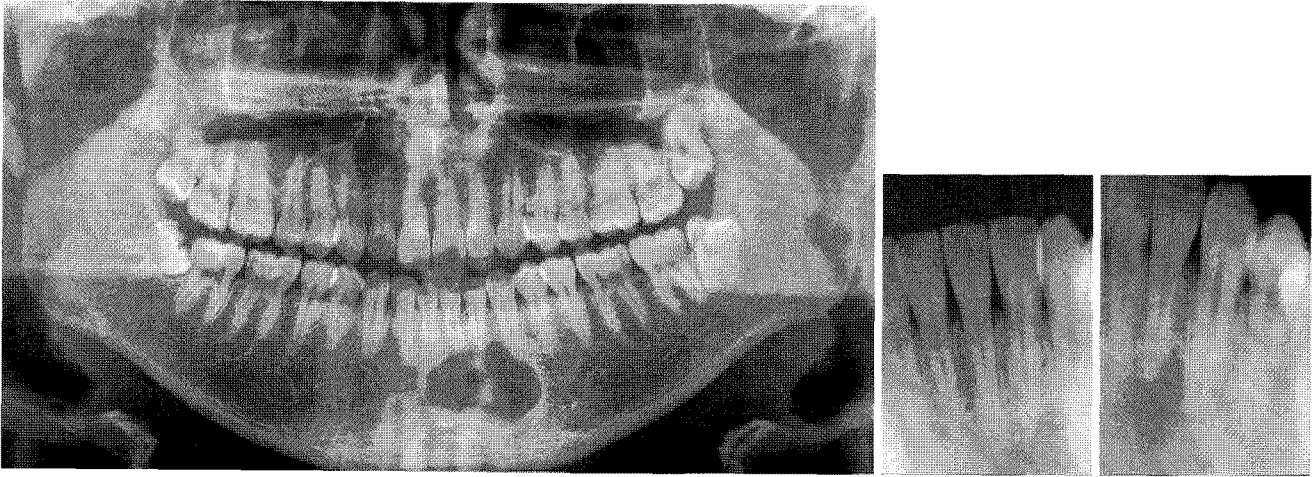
Panoramic & periapical radiographs of the elder brother show a partially well defined and partially moderately defined radiolucent area on the mandibular anterior area. The superior border is scalloped and lamina dura of the involved tooth is intact.
